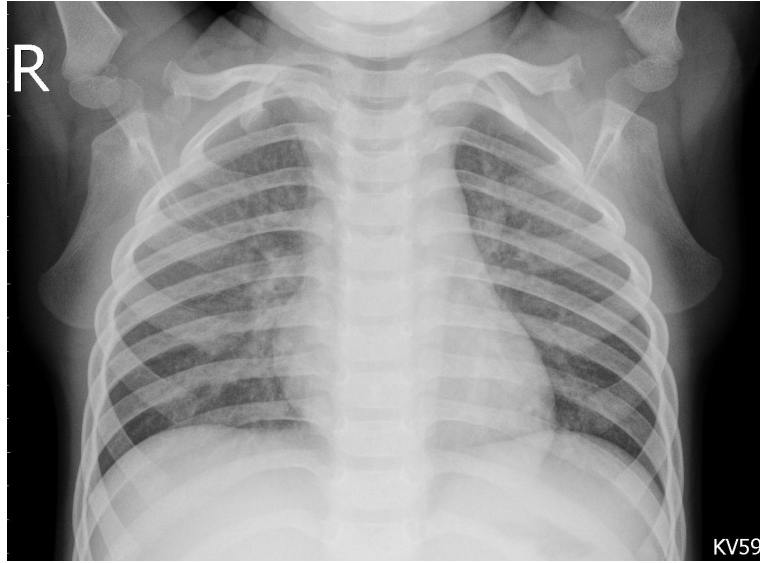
Radiografia de uma pessoa saudável. Fonte: Morrison *et al* 2008.
